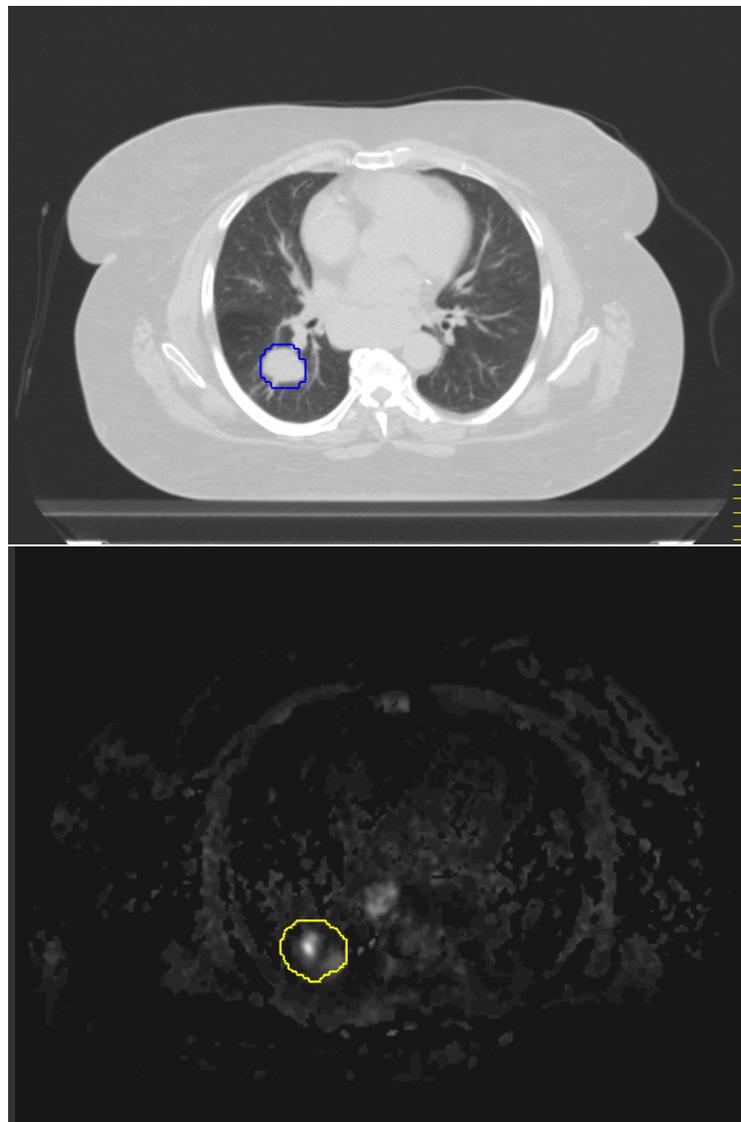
Fall 2: CT Lungenfenster und DWI
